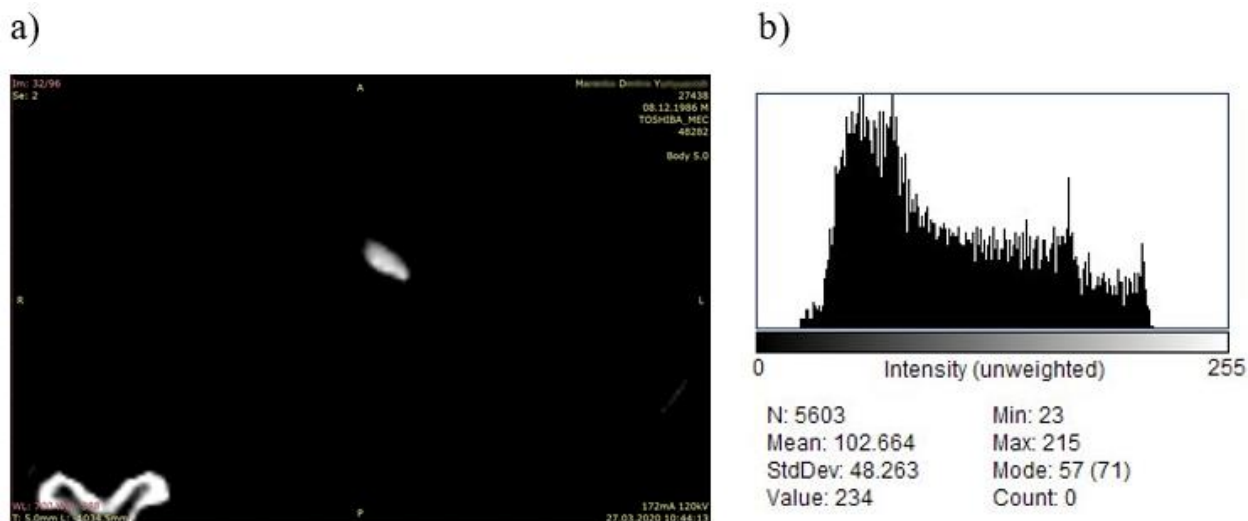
Томографічне зображення ниркового каменю (структурний тип А): 800-кратне збільшення, WL=700 (a) та відповідна йому ImageJ-гістограма (b).
